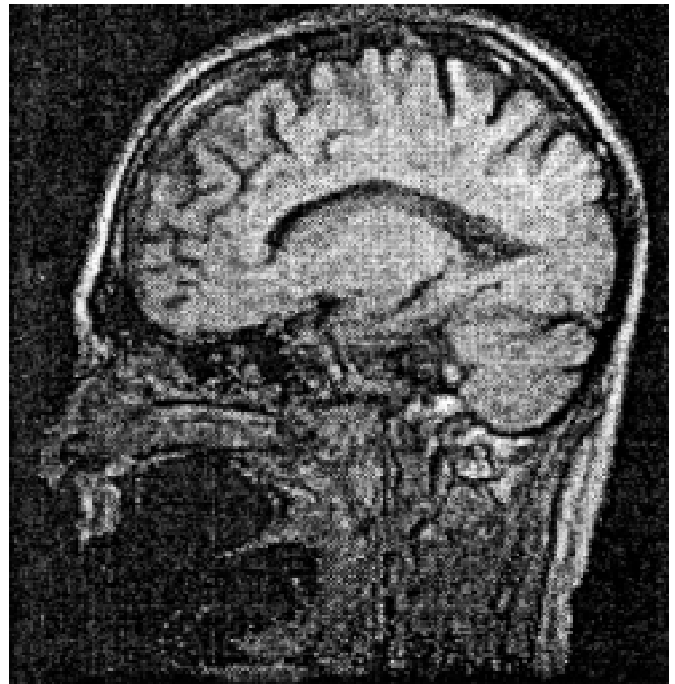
МР-томограма хворого М., 58 років. ХПМК II ст. T1-зважене зображення. Розширення борозен конвексимальних відділів великих півкуль
